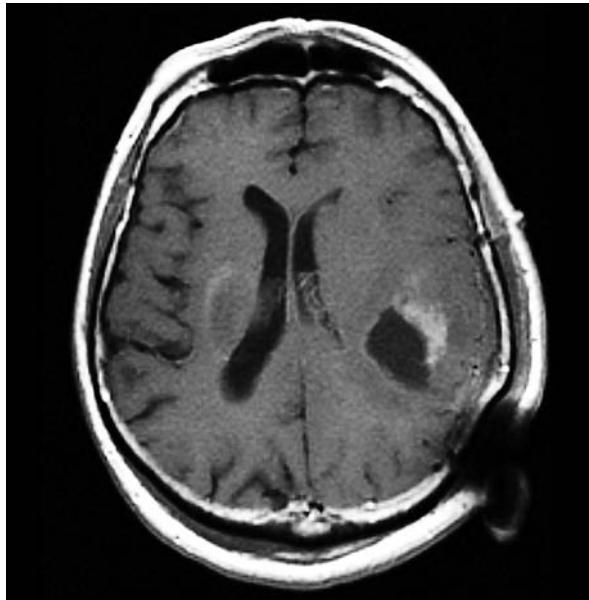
МРТ головного мозга с контрастным усилением (контроль) больной К.: состояние после КПТЧ, микрохирургического удаления опухоли области левых центральных извилин. Узел опухоли в области левых центральных извилин удален, в ложе следы гемостатического материала
